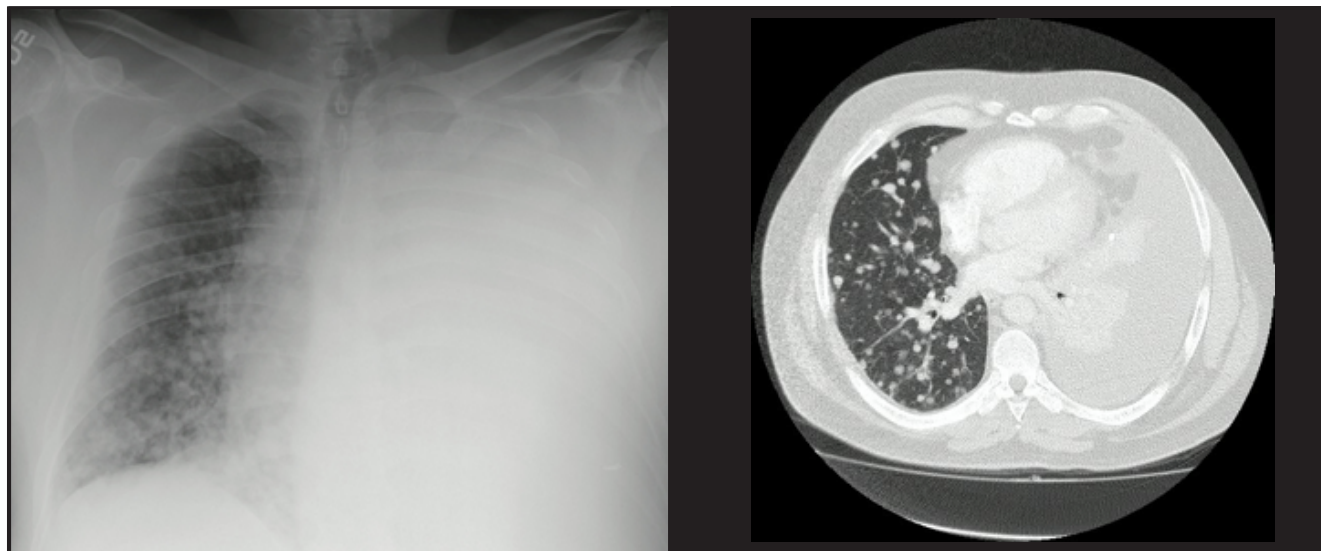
Radiografía de tórax y tomografía de tórax de alta resolución que evidencian presencia de derrame pleural izquierdo masivo que no permite evaluar el parénquima pulmonar ipsilateral, e incontables nódulos pulmonares entre 5 y 23 mm. en el campo pulmonar derecho.
